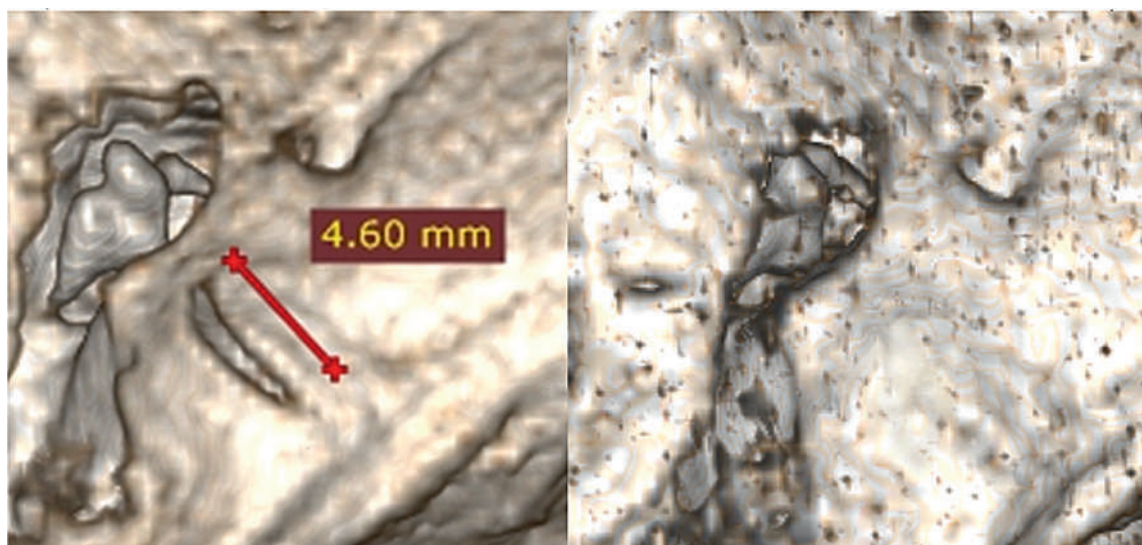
КТ ВК до и через 6 месяцев после операции
